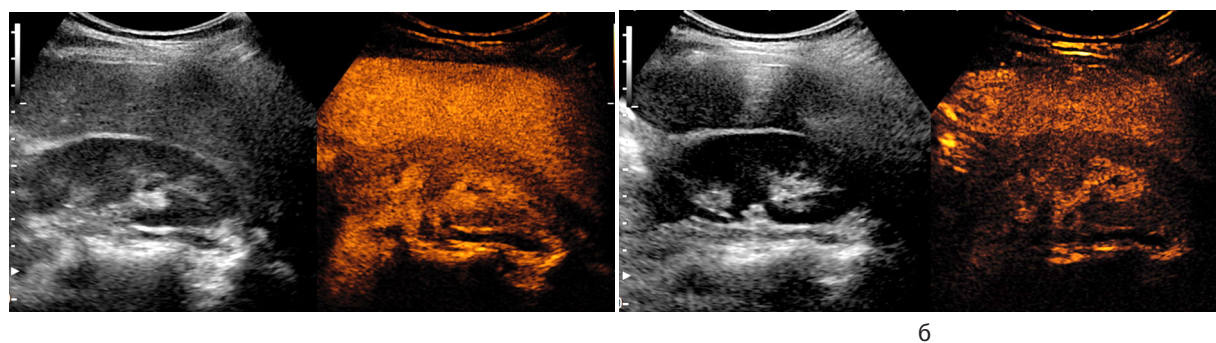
Сравнительная качественная оценка контрастно-усиленного ультразвукового исследования почек при введении 0,5 мл эхоконтрастного препарата. Гипоперфузия правой почки. а – артериальная фаза, 0,5 мл; б – венозная фаза, 0,5 мл
